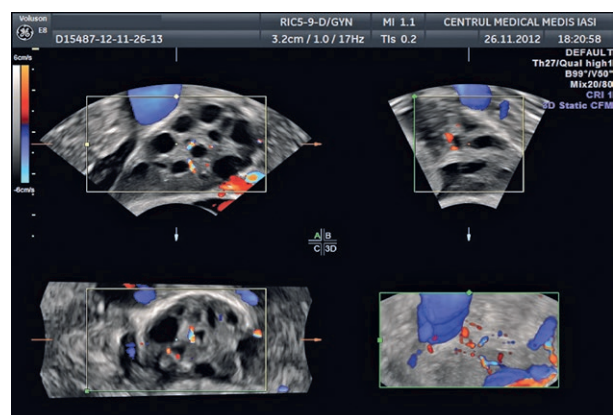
3D ultrasound evaluation of the vascularization in PCOS
